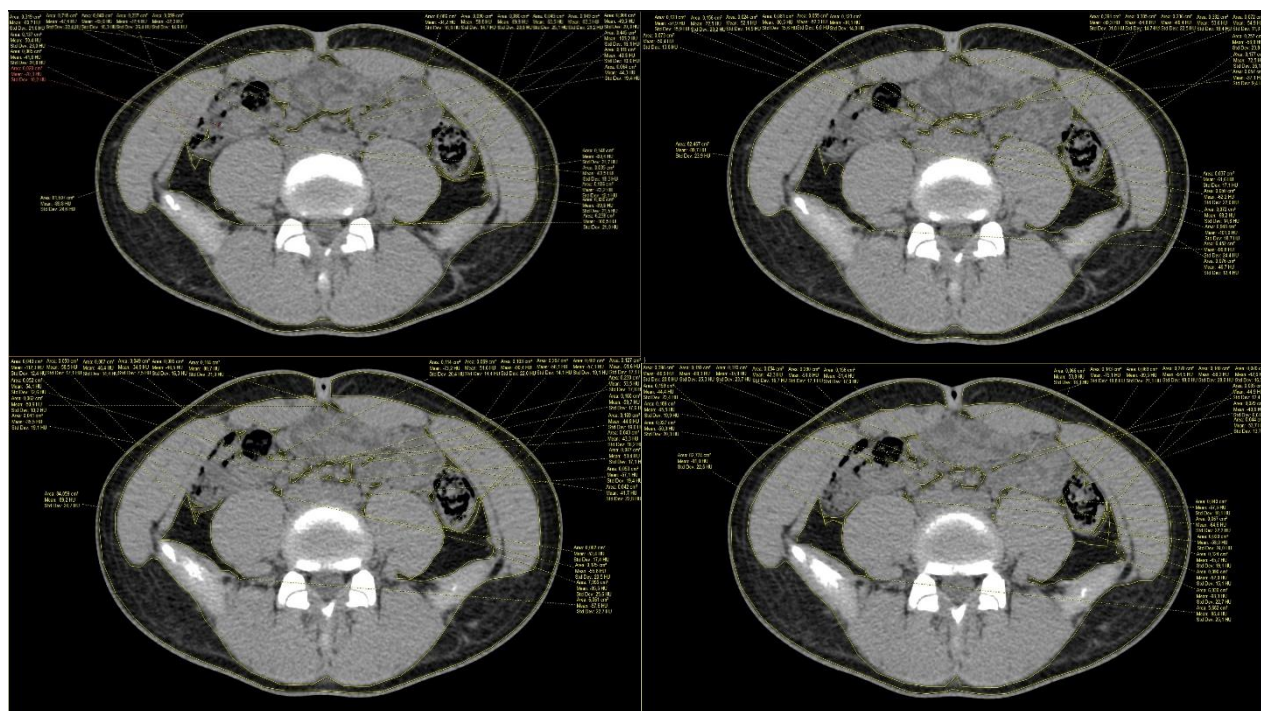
Визуализация области висцерального жира с помощью компьютерной томографии
